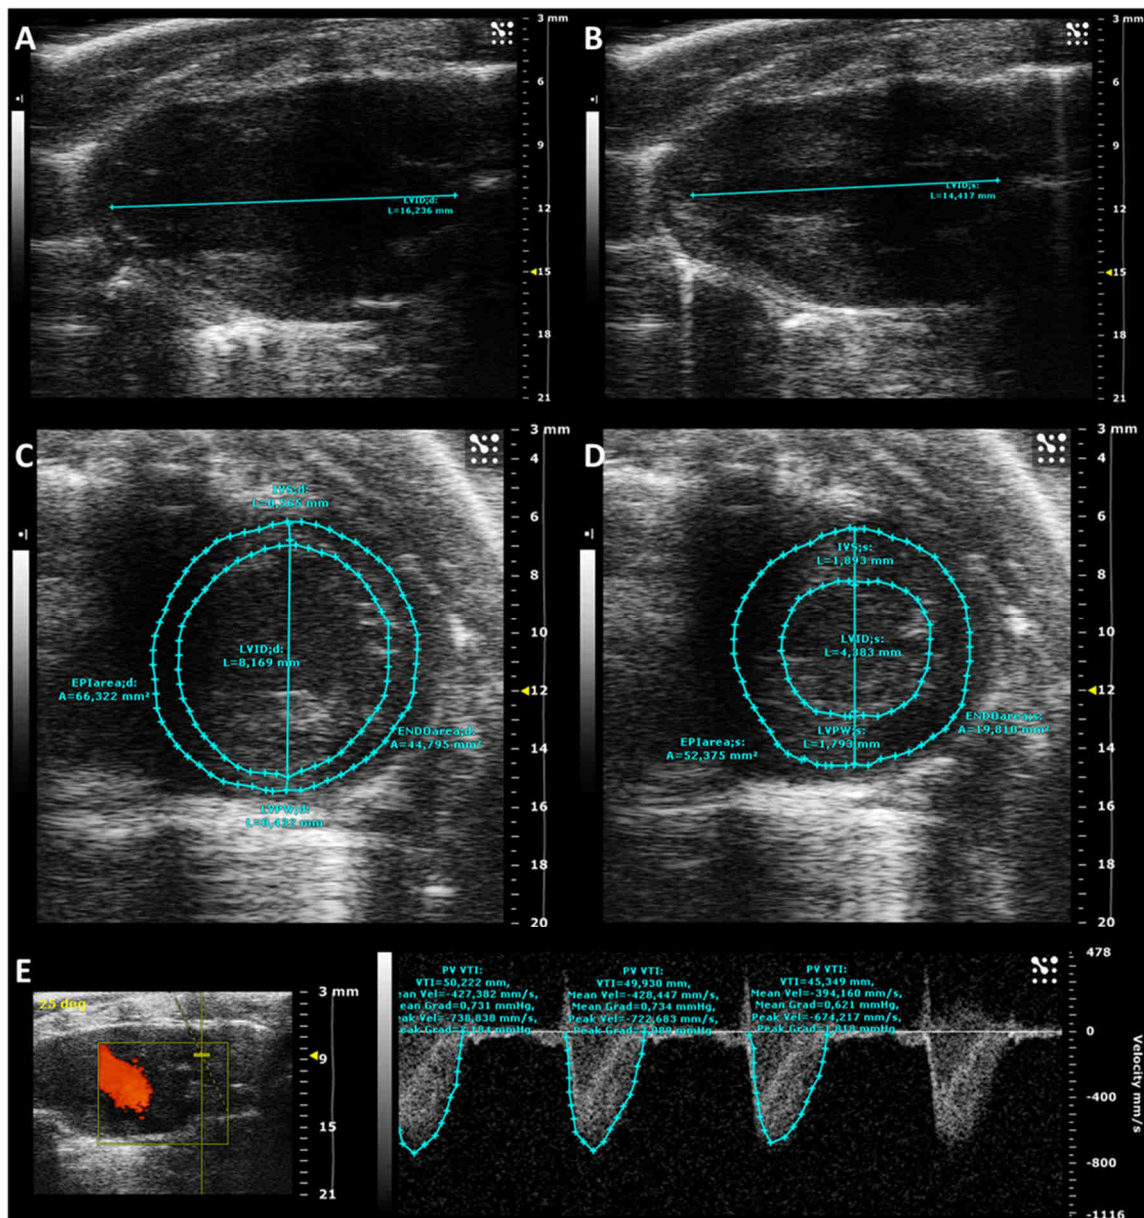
Bildgebungs- und Auswertungsverfahren bei der Echokardiografie. B-mode Aufnahmen eines Meerschweinchenherzens in der Ansicht auf die lange Achse des Ventrikels mit eingezeichneter linksventrikulärer enddiastolischer (A) und endsystolischer Länge (B); in der Ansicht auf die kurze Achse mit jeweils eingezeichnetem enddiastolischen (C) und endsystolischen (D) epikardialen und endokardialen Umfang, den Dimensionen der anterioren und posterioren Ventrikelwand und des internen linksventrikulären Durchmessers. Doppler-Bildgebung der Aorten-Flussgeschwindigkeit (E) entlang der links gekennzeichneten Achse. Das Flussgeschwindigkeitsprofil (rechts) in mm/s, ist über die Zeit (in ms, x-Achse) dargestellt.
